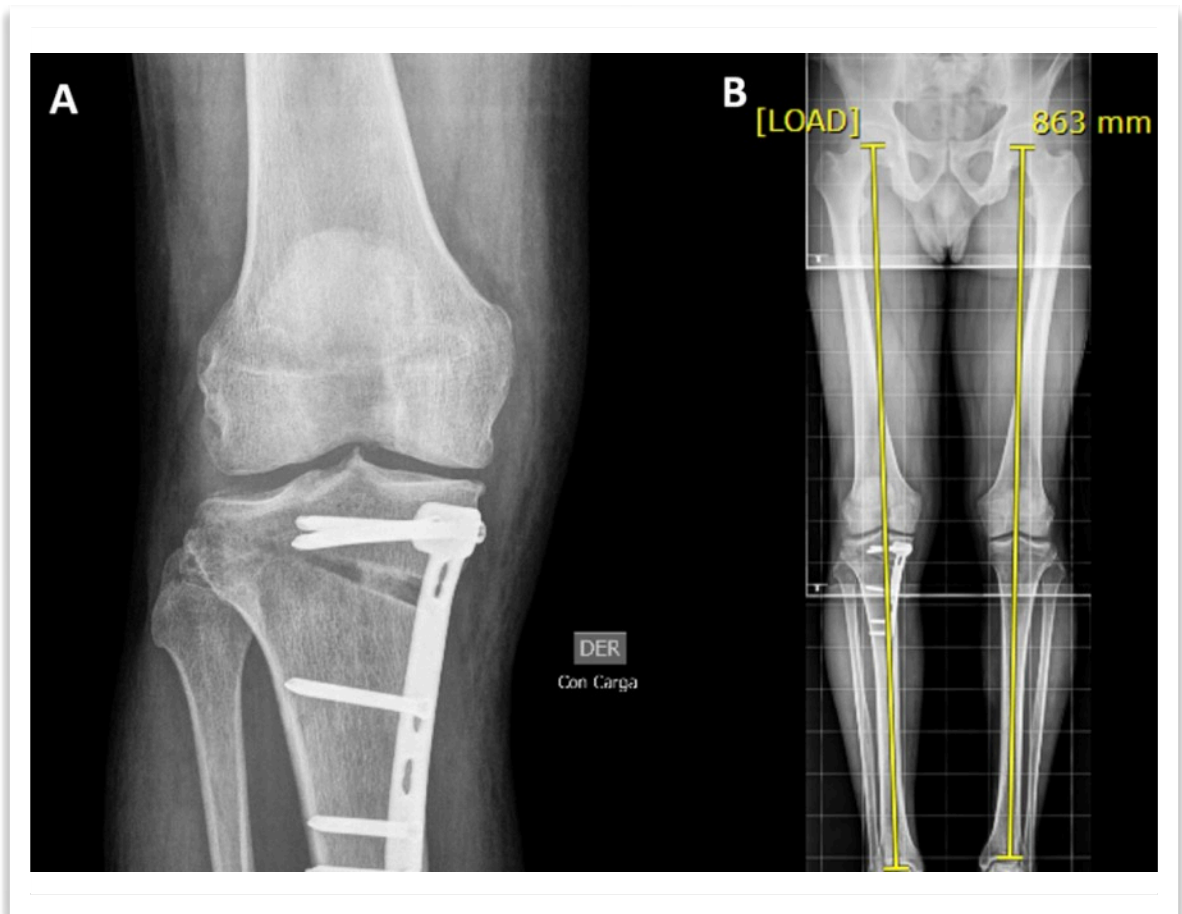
Se muestran imágenes post quirúrgicas de caso clínico 1. Se realizó una osteotomía de apertura medial tomando medidas para no alterar plano coronal (A). La telerradiografía de extremidad inferior anteroposterior de control a los 3 meses muestra la corrección del eje coronal obtenida mediante la cirugía.
